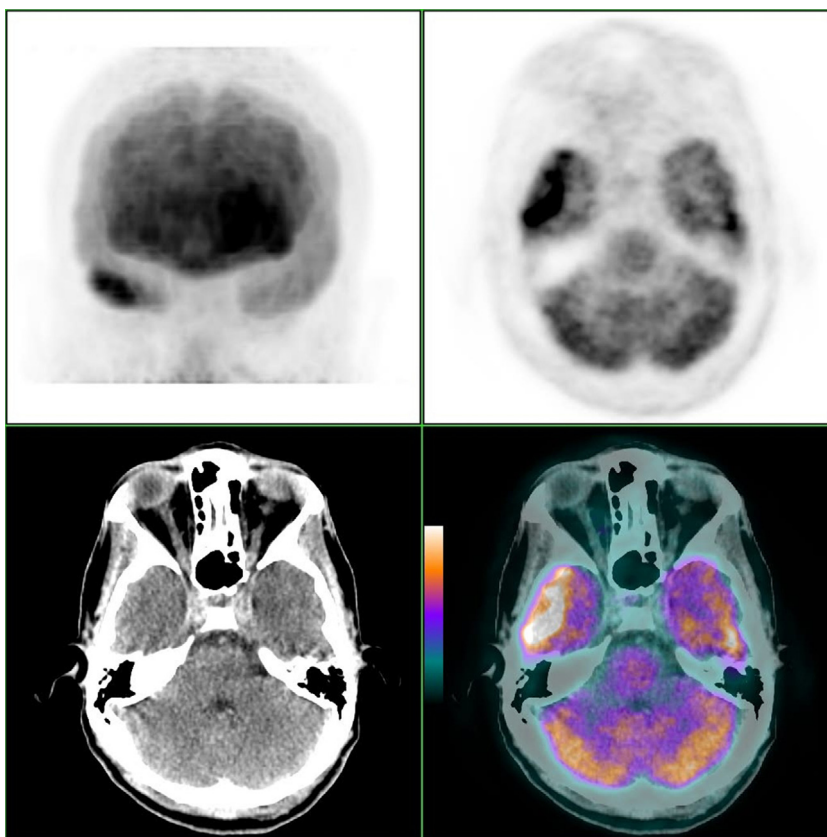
Corte axial PET, TC, fusión PET-TC y MIP cerebral con ^{18}F -FDG. Área hipermetabólica focal en la cara lateral del lóbulo temporal derecho, sin alteraciones morfológicas en la TC. En la imagen MIP se aprecia un hipermetabolismo relativo frontal izquierdo.
